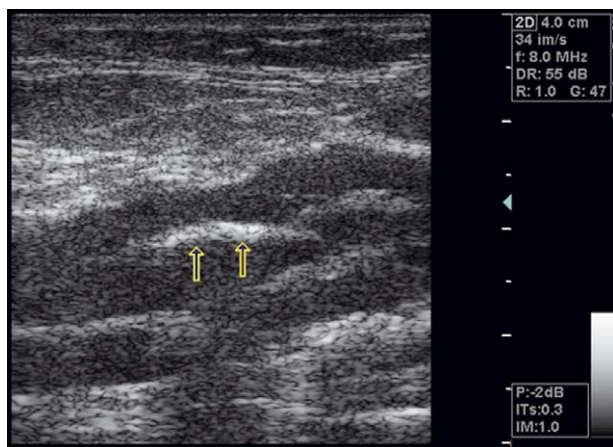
Échodoppler veineux (EDV) mode B : formation fibreuse endoluminale séquelle de thrombose.
